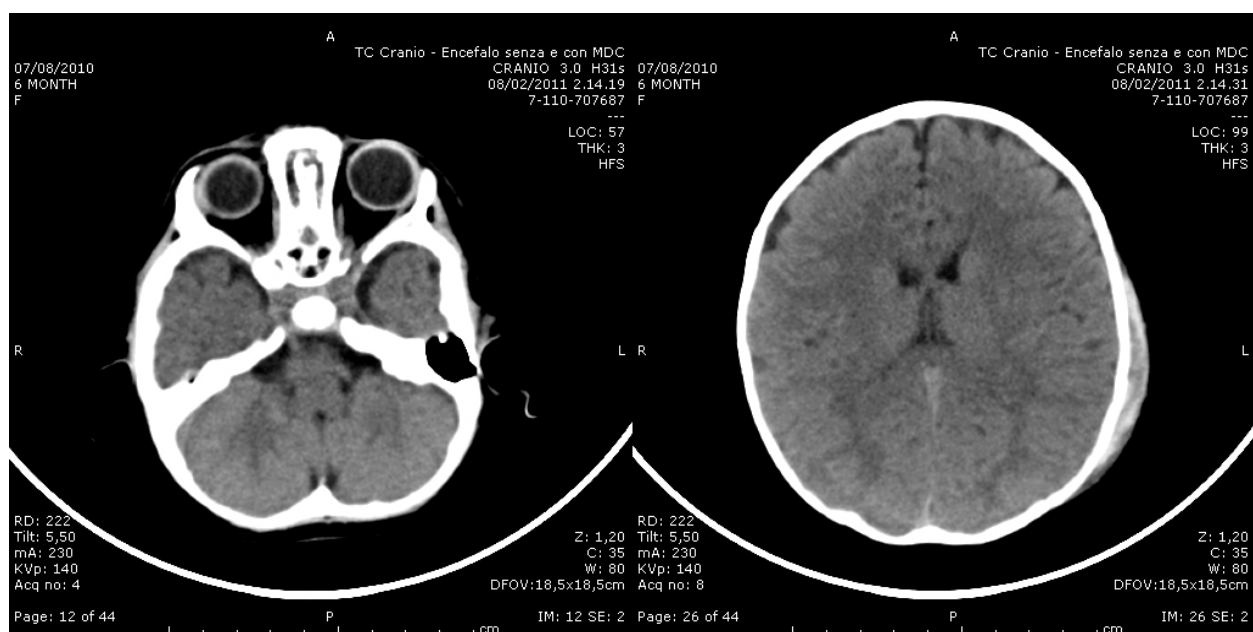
TC cranio encefalo eseguita a 140 kV; a sx dettaglio della fossa cranica posteriore, a dx immagine a livello emisferico
